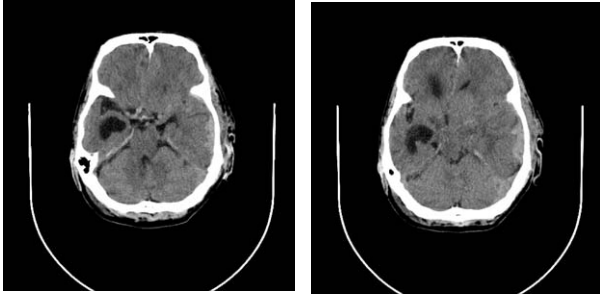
TAC simple de cráneo. Hematoma subdural en el plano temporo-basal izquierdo. En el parénquima cerebral subyacente, sobretudo en región parietal, se observa zona de densidad heterogénea con componentes hipodensos, sugestivo de lesión tumoral. Es poco el plano de clivaje con la colección descrita. Efectos compresivos acentuados de izquierda a derecha.
